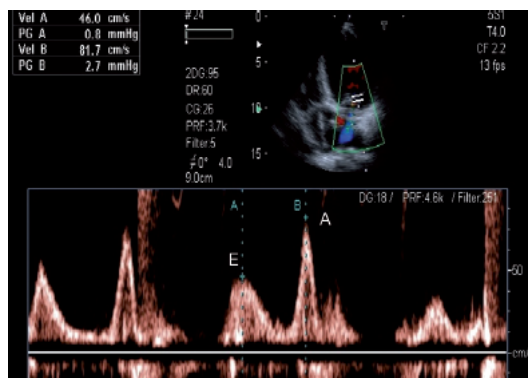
Doppler pulsado demonstrando as velocidades do fluxo diastólico do ventrículo esquerdo com amostra volume posicionada em proximidade às válvulas da valva mitral. Observe o padrão de alteração de relaxamento com onda E < A.
